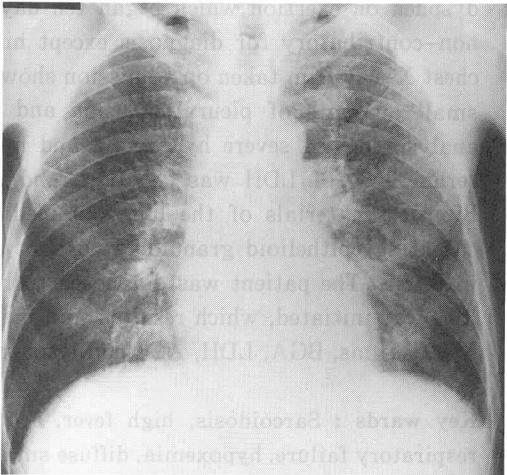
Chest X-ray film on admission shows diffuse small nodular shadows and bilateral hilar adenopathy.
